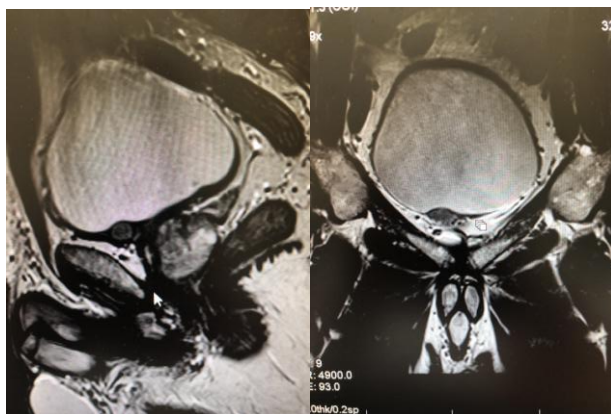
Результаты магнитно-резонансной томографии малого таза с внутривенным контрастированием
